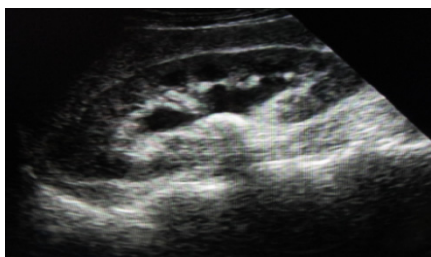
Ecografie renală. Calcul renal
